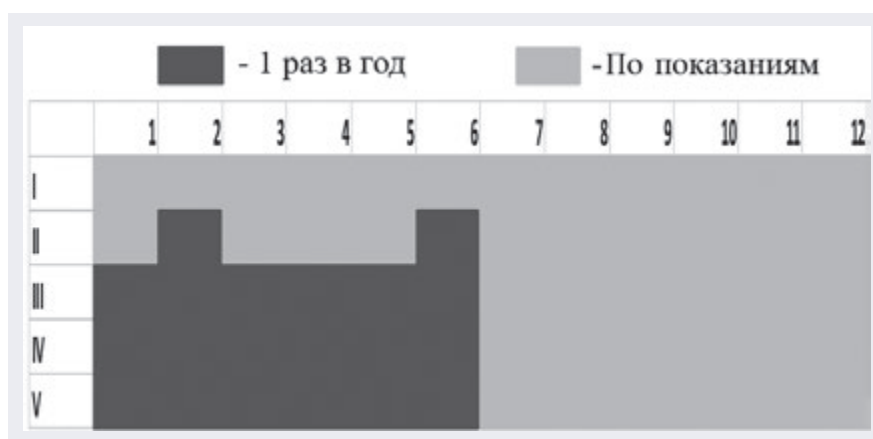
Частота проведения рентгенологического исследования тазобедренных суставов в зависимости от возраста (от 1 до 12 лет) и уровня двигательного развития детей с ДЦП. Составлено авторами.
